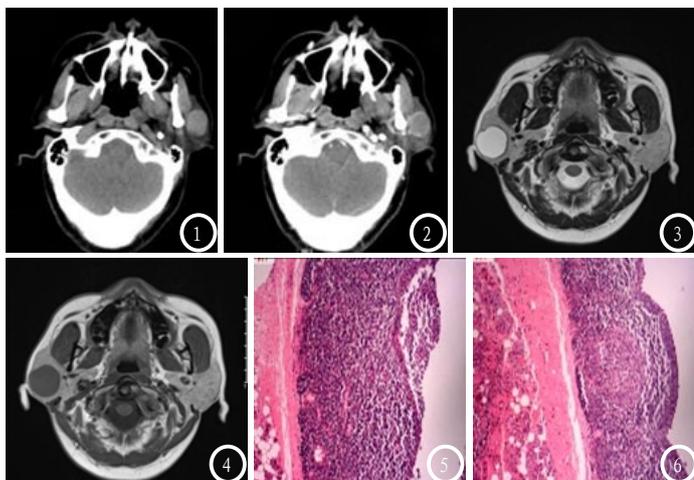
女，62岁，图1CT平扫示左侧腮腺类圆形高密度占位，边界清；图2增强扫描壁明显强化，囊性部分无强化。图3-4 男，40岁，图3T2WI示右侧腮腺后部类圆形占位，边缘光整，呈长T2信号并见短T2信号薄壁。图4 T1WI示病灶呈长T1信号。图5-6 囊壁组织内见多量淋巴组织，表面衬覆复层上皮，考虑淋巴上皮囊肿。
